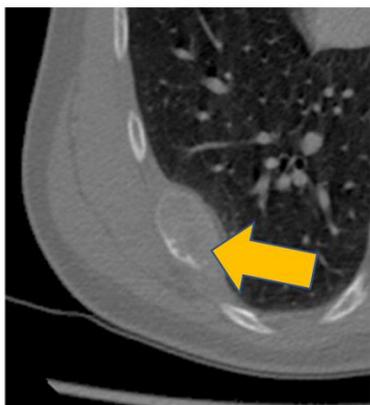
Image ostéolytique costale et épaississement pleural (coupe axiale d'une TDM thoracique en fenêtre osseuse)
